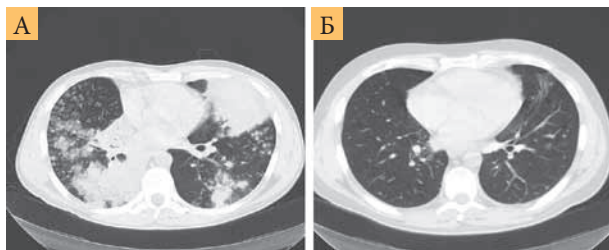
Результаты компьютерной томографии, показывающие регрессию метастазов в легкие на химиотерапии пеметрекседом и бевацизумабом: январь 2010 (А), декабрь 2013 (Б)
